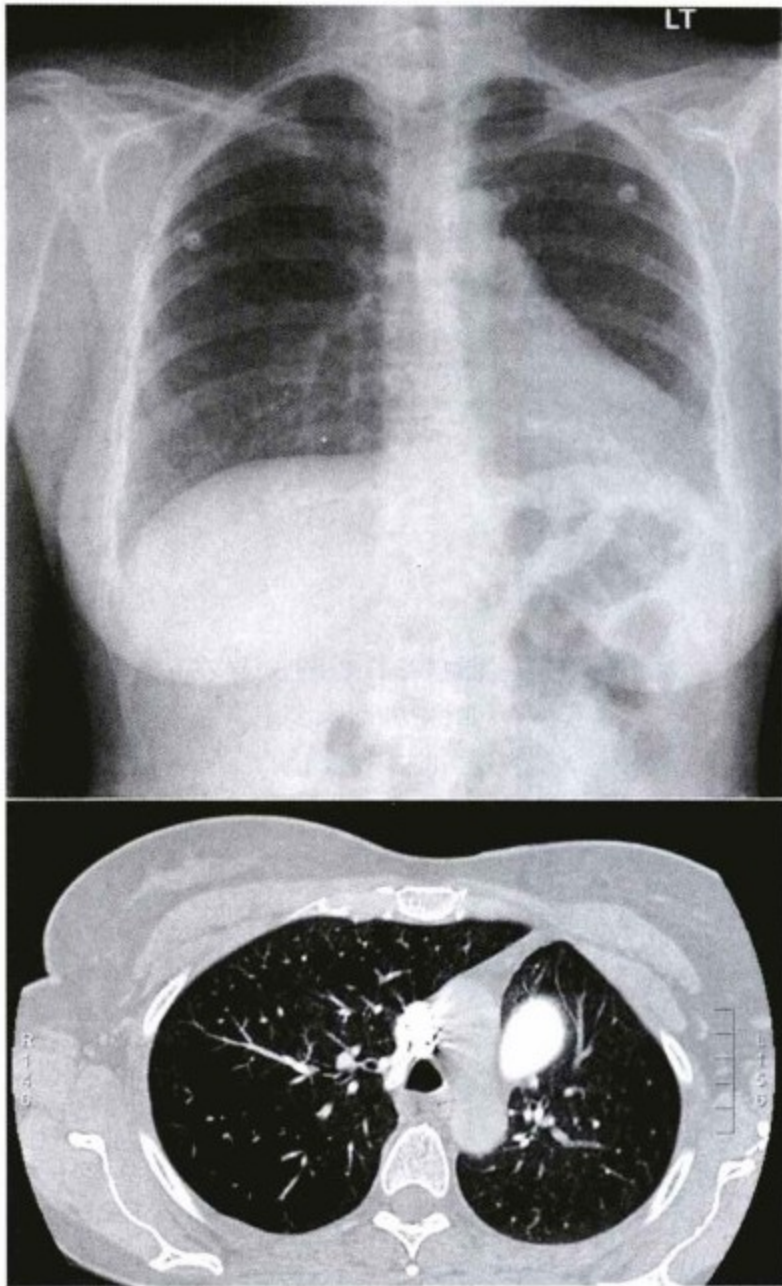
胸片(上)和CT(下)显示先天性心包缺如。
